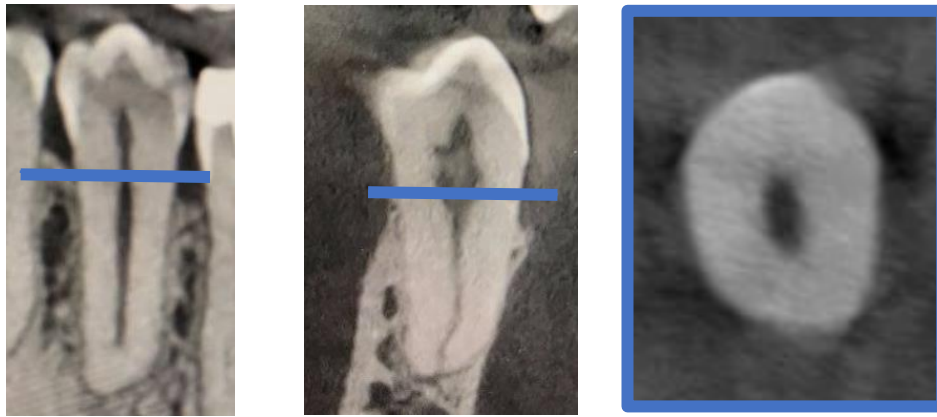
a : Coupe frontale ; b : Coupe sagittale ; c : Coupe axiale d'un CBCT d'une deuxième prémolaire mandibulaire. (10)
